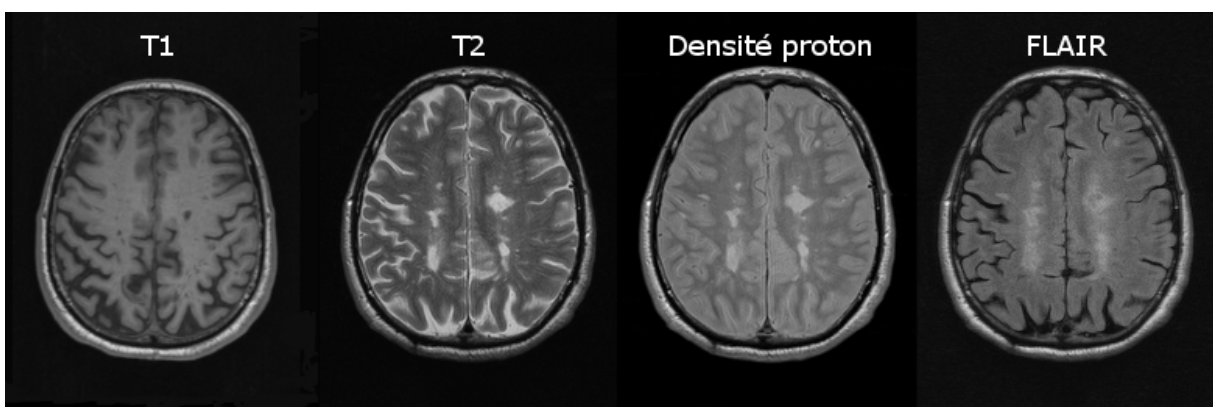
Contrastes d'imagerie anatomique acquis lors de l'examen IRM. FLAIR = inversion récupération avec atténuation des liquides (FLuid Attenuated Inversion Recovery)
